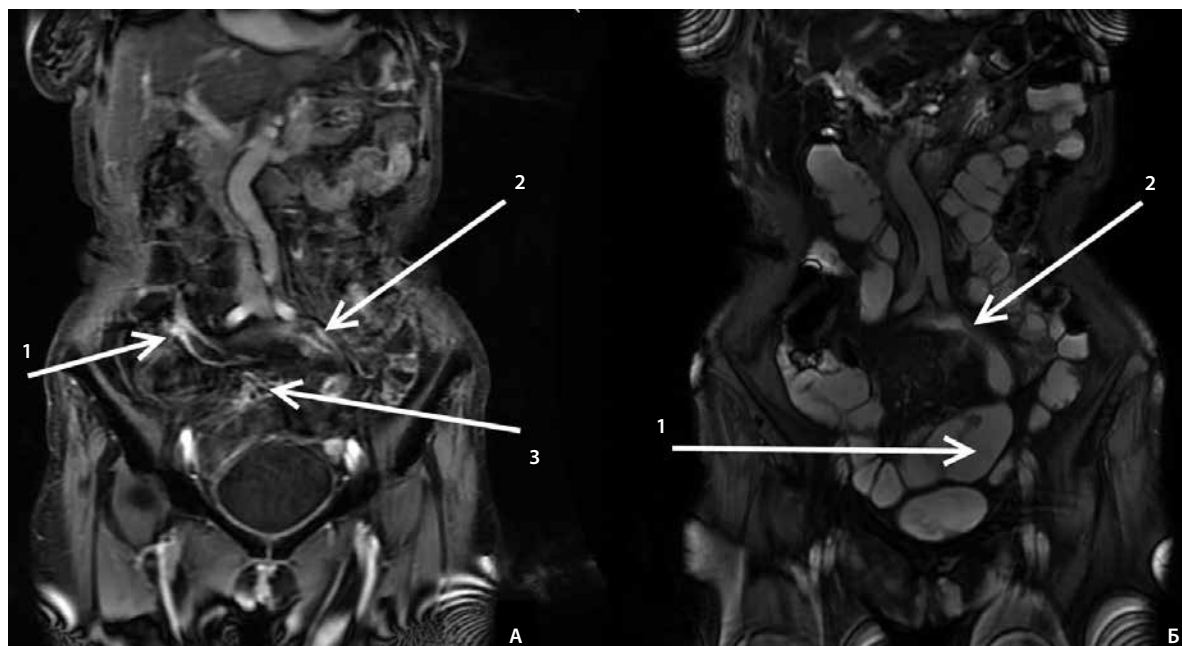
Магнитно-резонансная томография пациентки С. с контрастированием кишечника. Неравномерное утолщение стенки терминальных отделов подвздошной кишки на протяжении до 20 см (А, стрелка 1; Б, стрелка 1) и расширение вышележащих отделов подвздошной кишки (Б, стрелка 2). Сразу за баугиниевой заслонкой визуализируется петля подвздошной кишки с утолщенной до 11 мм стенкой и резко суженным просветом (А, стрелка 1). Проксимальнее стриктуры находится участок тонкой кишки с утолщением стенки от 4 до 6 мм (Б, стрелка 1) с щелевидным изъязвлением и подозрением на наличие свища с прилежащей петлей подвздошной кишки (А, стрелка 2), расположенной спереди и книзу. Брюшечка измененного участка кишки несколько уплотнена с расширенными сосудами и визуализацией по их ходу мелких лимфатических узлов до 3 мм (А, стрелка 3)
